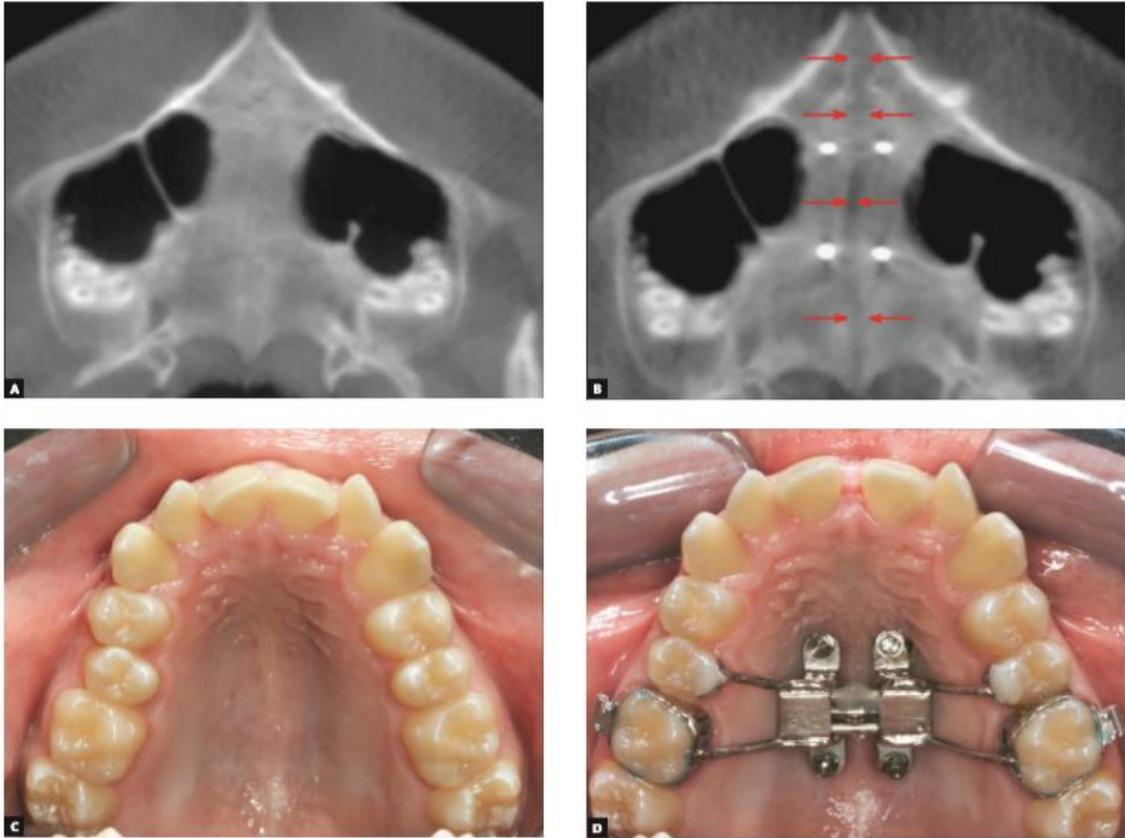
A-B. corte axial de una imagen CBCT antes y después de MARPE. C-D. Vista oclusal de fotografías clínicas antes y después de MARPE. (14)
